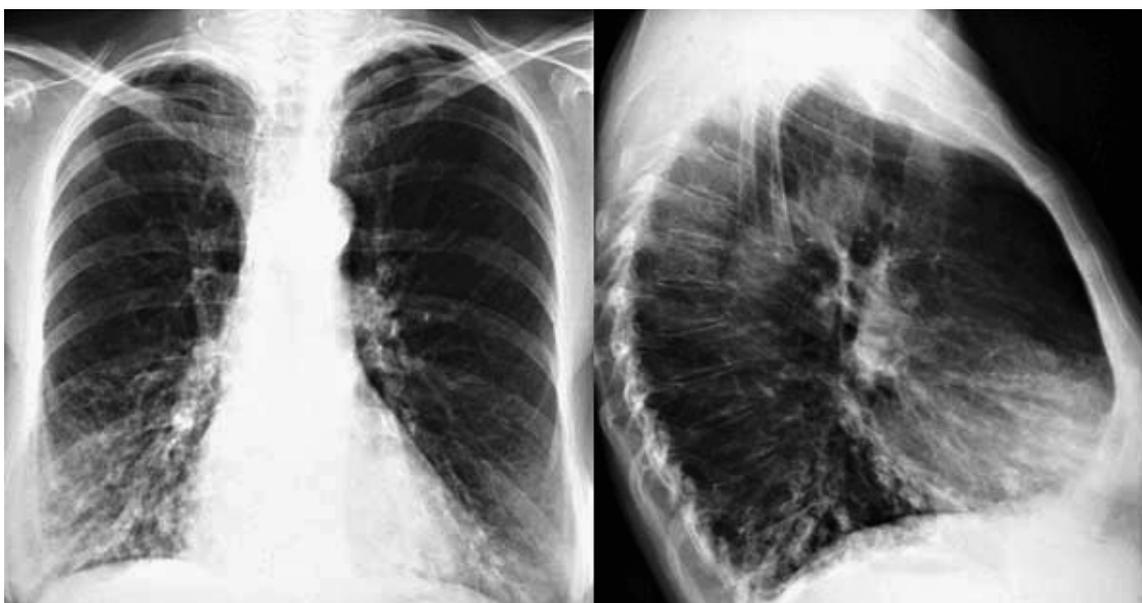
Синдром Вильямса - Кэмпбелла, рентгенограмма ОГП.
